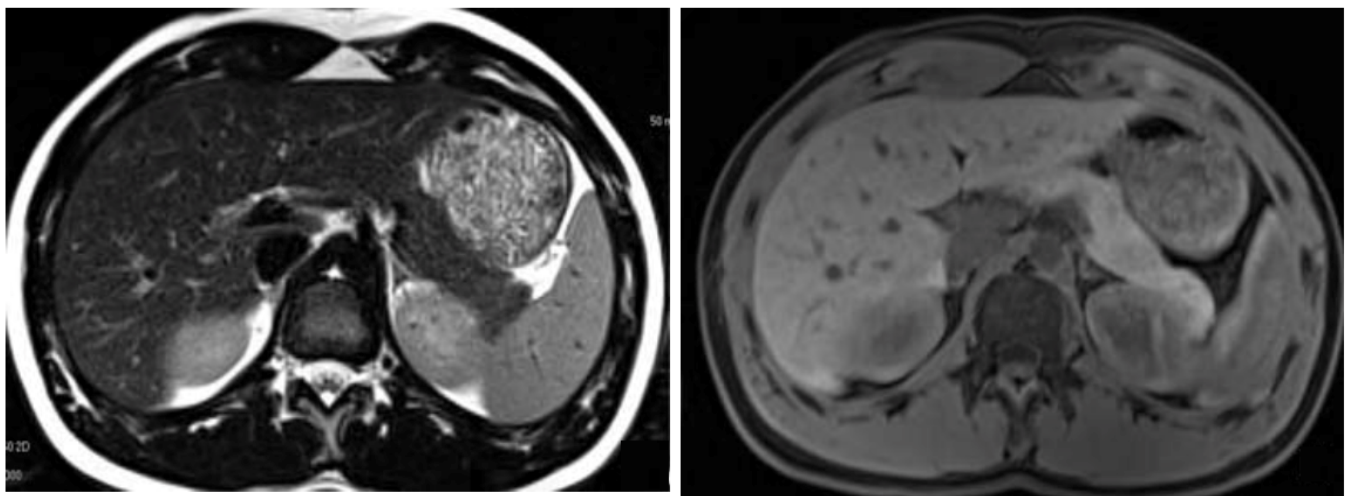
Coupes IRM montrant l'aspect normal du pancréas :
